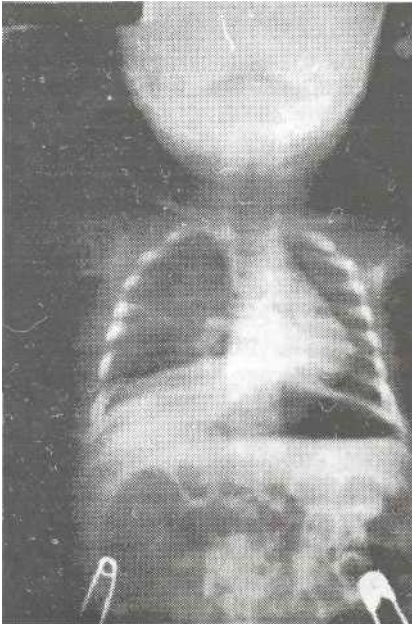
Radiografía PA de tórax 4 día postoperatorio. Se retiró sonda pleural, adecuada reexpansibilidad pulmonar.
